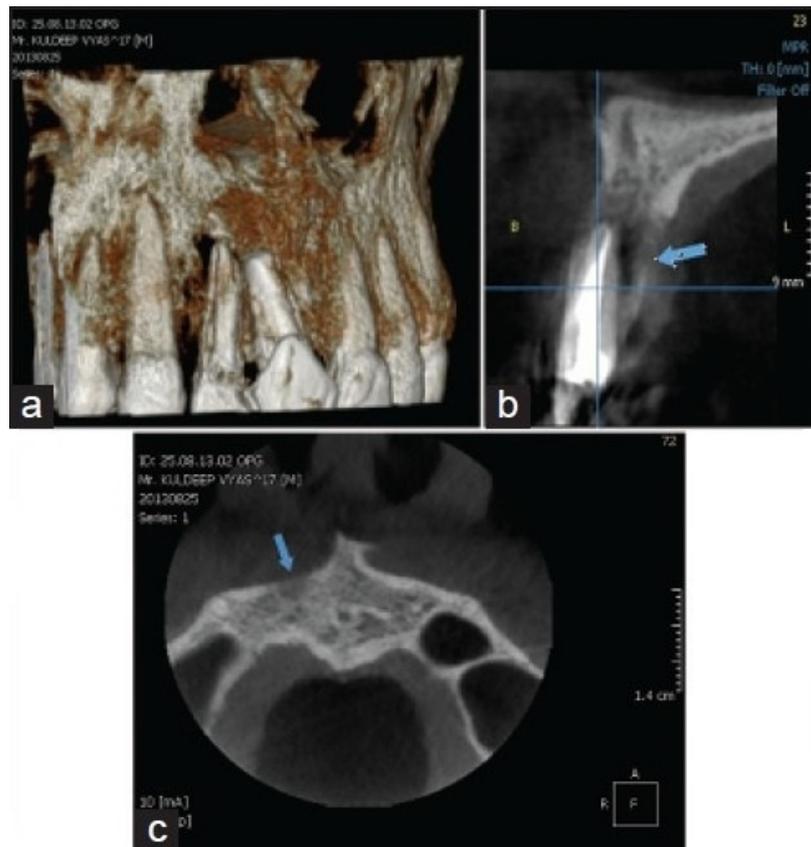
CBCT avec ses 3 coupes. a : verticale. b : sagittale. c : horizontale [36]
